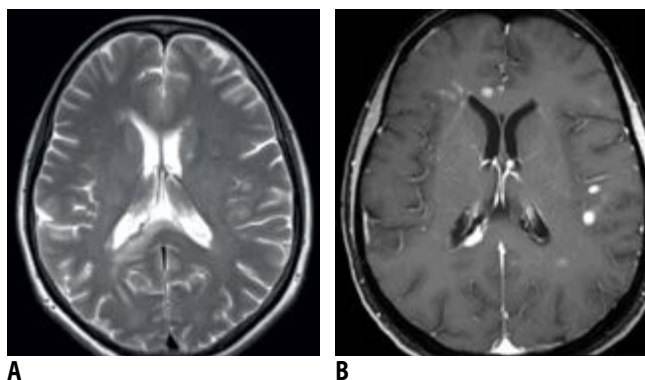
МРТ 01.07.2010. Очаговые изменения в белом веществе полушарий мозга, подкорковых структурах слева, мозжечке
